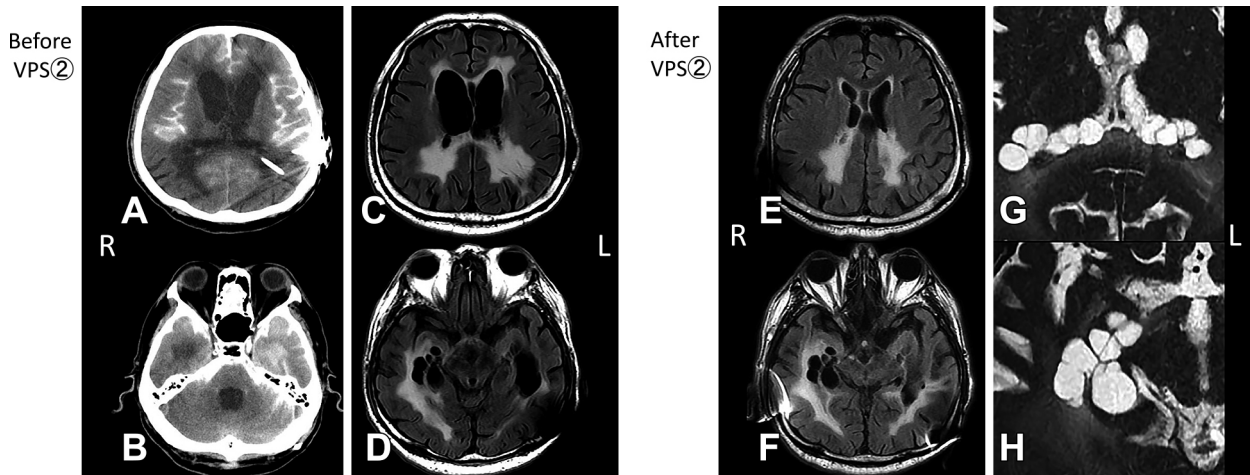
A and B: Brain CT cisternography before VPS ②. C and D: Brain MRI before VPS ②. E, F, G, and H: Brain MRI after VPS ②. (A and B: axial view) They show the process is noncommunicating with all ventricles except the inferior horn of the left lateral ventricle. (C and D: axial view) FLAIR (TR 8,000 ms, TE 143 ms, 1.5 T) images show dilated lateral ventricles, especially the anterior horn of the right lateral ventricle. (E and F: axial view) FLAIR (TR 9,000 ms, TE 117 ms, 1.5 T) images show that the dilated anterior horn of the right lateral ventricle improved, but the inferior horn of the right lateral ventricle did not improve. (G, H: axial view) FIESTA (TR 7.36, TE 2.77 ms, 1.5 T) images show the dilated inferior horn of the right lateral ventricle and trigone-like 'beads'.
